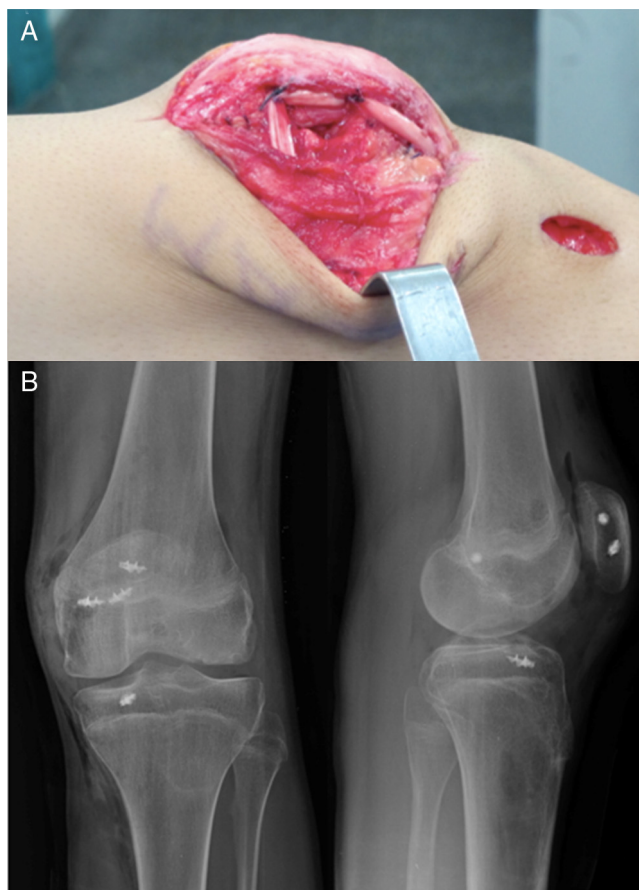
A, reconstrução dos ligamentos patelofemoral e patelotibial medial; B, radiografia final após a reconstrução ligamentar.
